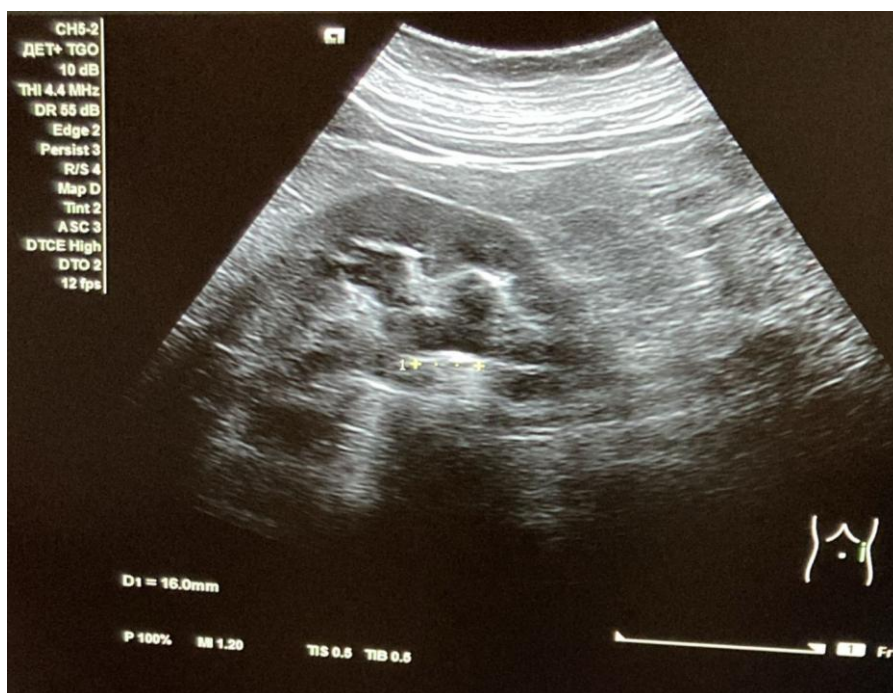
УЗИ левой почки
